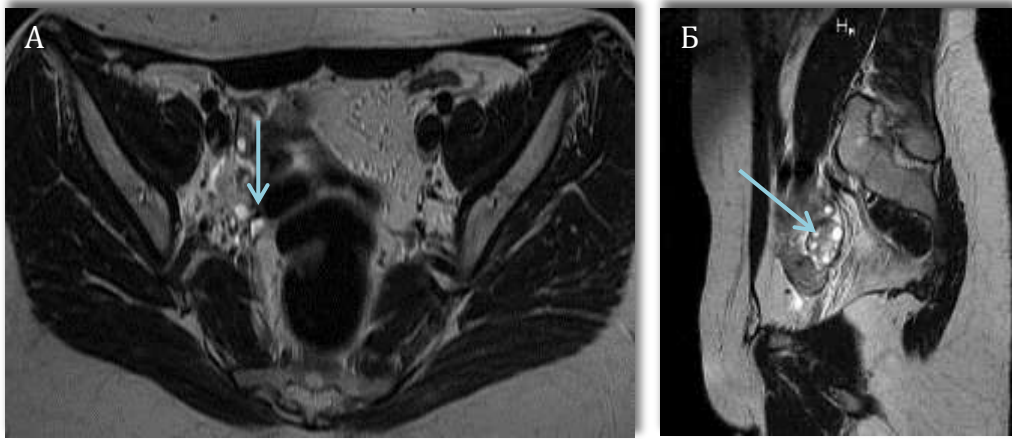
МР визуализация органов малого таза при аплазии матки и влагалища в сочетании с добавочным яичником: А – Т2ВИ, второй правый яичник у латеральной стенки таза, смещенный кпереди к наружным подвздошным сосудам (указан стрелкой); Б - МРТ в Sag плоскости в режиме Т2ВИ, определяется 2 яичника в полости таза справа, тесно прилежащие друг к другу на момент исследования (указаны стрелками)
